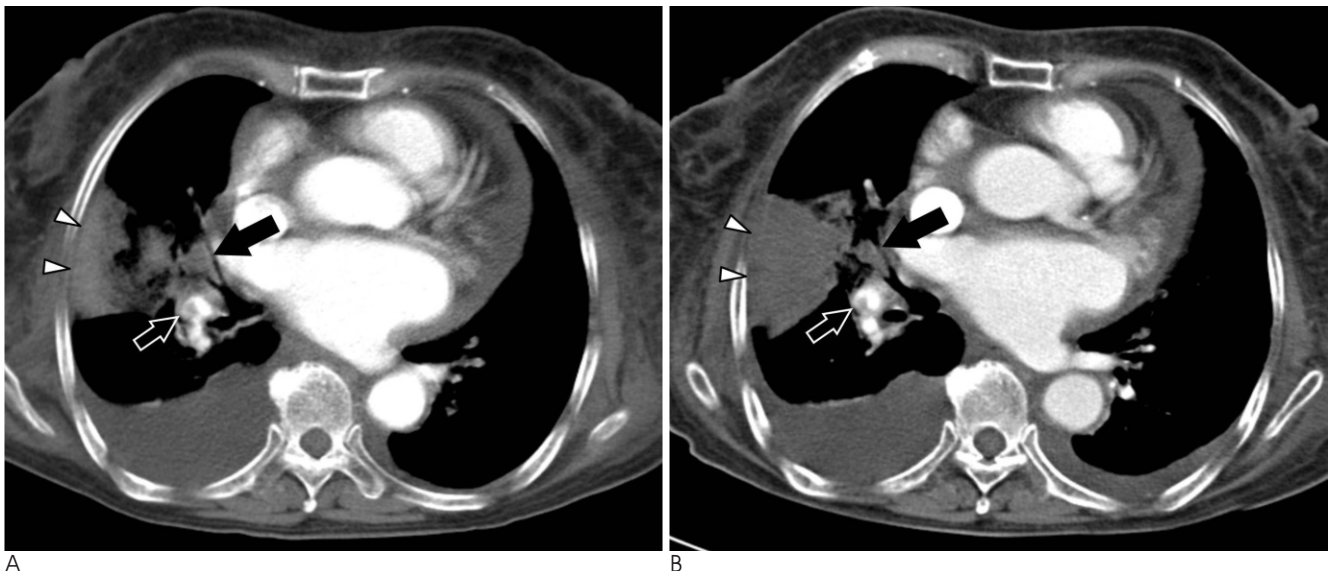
CT findings of a poor responder.
